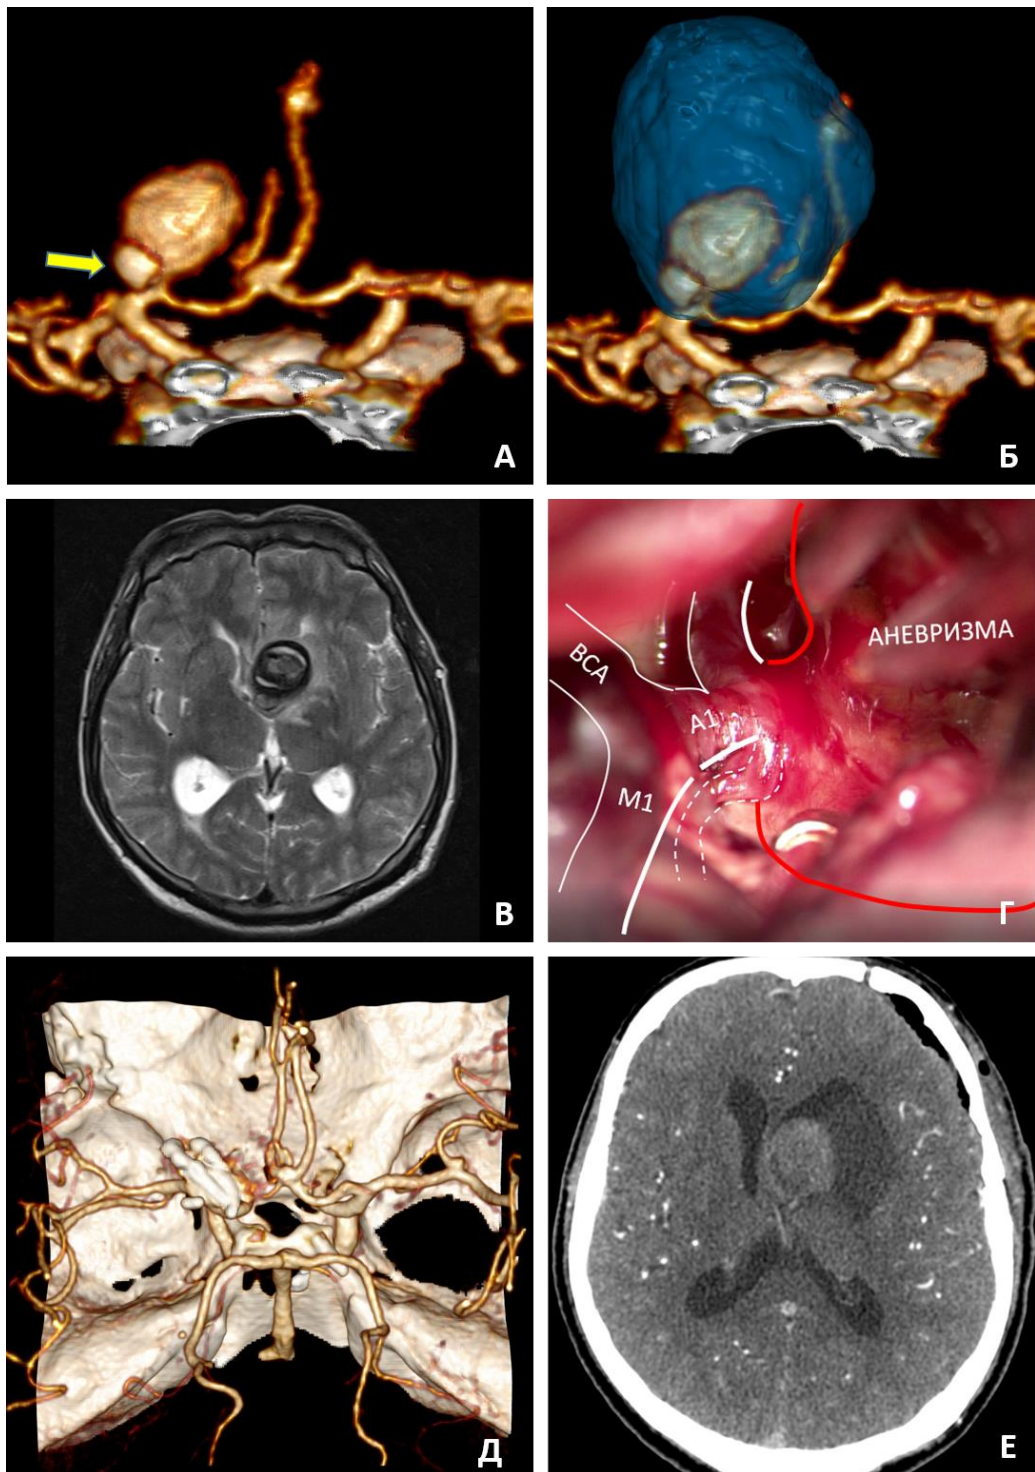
Трепанг гигантской частично тромбированной прекоммуникантной аневризмы. А, Б – вид аневризмы на КТ-ангиографии, синим цветом (Б) тромбированная часть аневризмы (концентрическое тромбирование); В – вид аневризмы на МРТ T2 режим; Г – интраоперационное фото, перфорант, отходивший от аневризмы выделен пунктиром; Д – контрольная КТ-ангиография; Е – контрольная КТ
